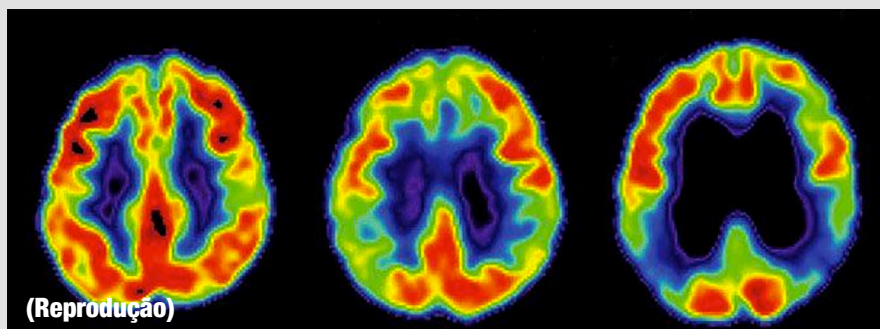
PET-scan mostra evolução da doença de Alzheimer no cérebro.
